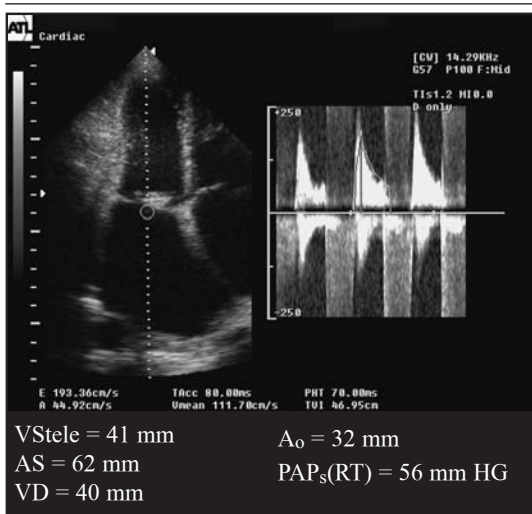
Ecografia transtoracică
